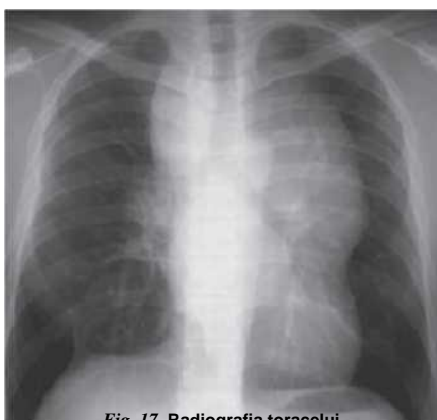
Radiografia toracelui.
